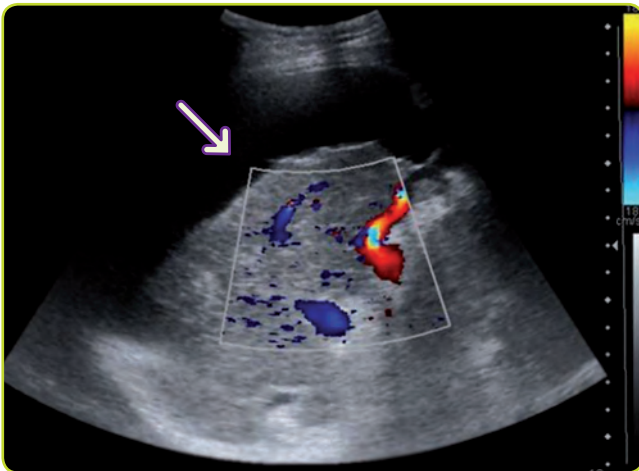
Ecografía: ascitis (flecha) rodeando el parénquima hepático en un paciente con hepatitis crónica.
